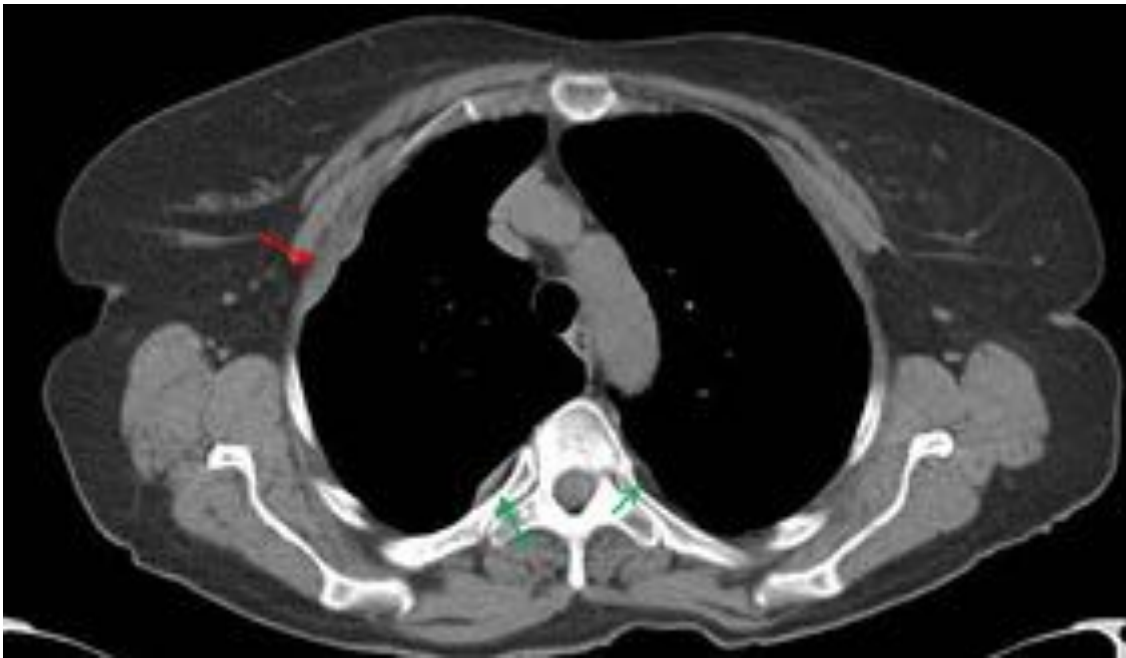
Corte axial de TAC torácico con contraste intravenoso. Engrosamientos pleurales bilaterales focales de la pleura parietal (flecha roja), paravertebral (flechas verdes) y en cúpulas diafragmáticas (no mostrado), algunas de ellas de morfología nodular, con un espesor menor de 1 cm. Las imágenes son sugerentes de enfermedad pleural sin criterios de malignidad.
